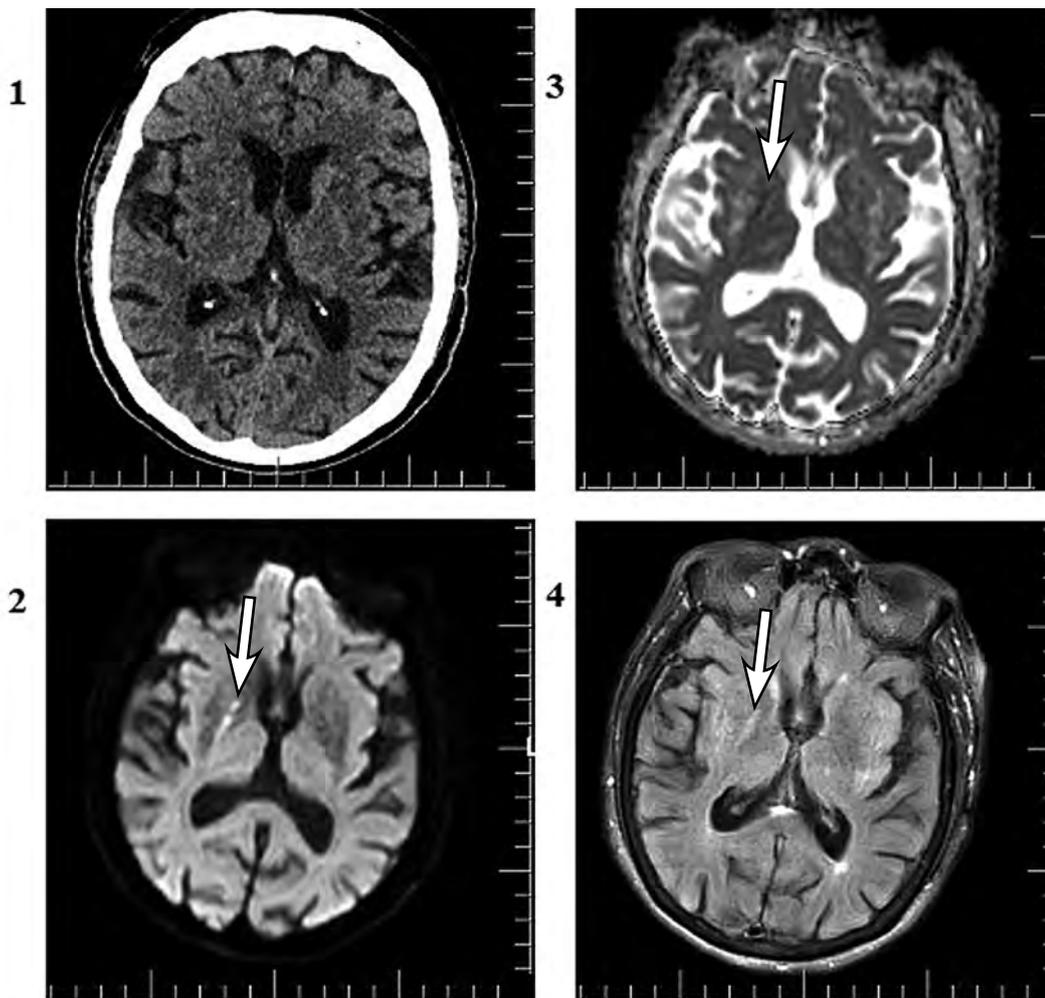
1 — КТ головного мозга — патологии не выявлено; 2 — МРТ головного мозга, режим DWI; 3 — режим ADC; 4 — режим FLAIR (зона ишемии в области бледного шара справа размерами 18 × 3 мм, указана стрелками)
